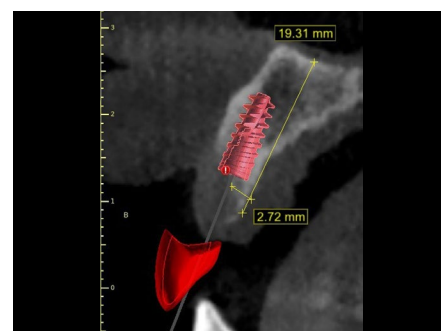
Planificación CBCT prequirúrgica de la inserción del implante a las 6 semanas de la extracción del diente.
